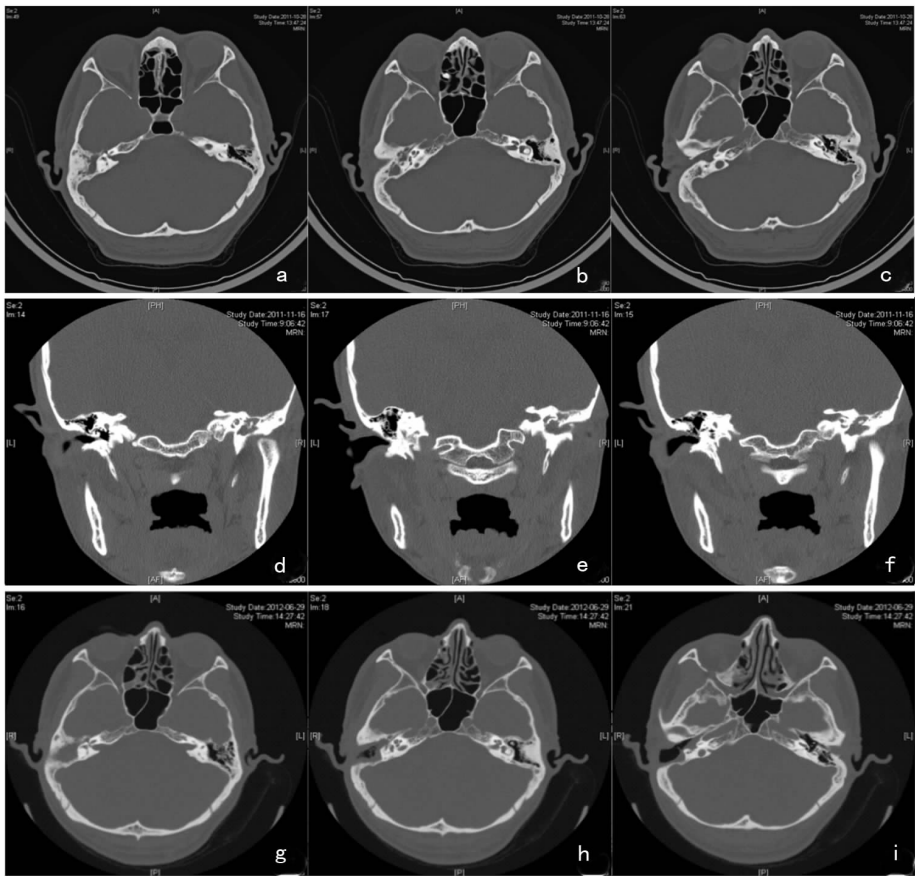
病例 1 中耳类癌手术前后 CT 对比照片 a~f:术前内耳 CT:右侧听小骨形态欠规则,右侧鼓室、乳突窦、乳突气房内见软组织密度影充填,右侧外耳道见软组织密度影充填;g~i:术后内耳 CT:右侧颞骨骨质部分缺如,鼓室及残留乳突窦、乳突小房内见软组织密度影
